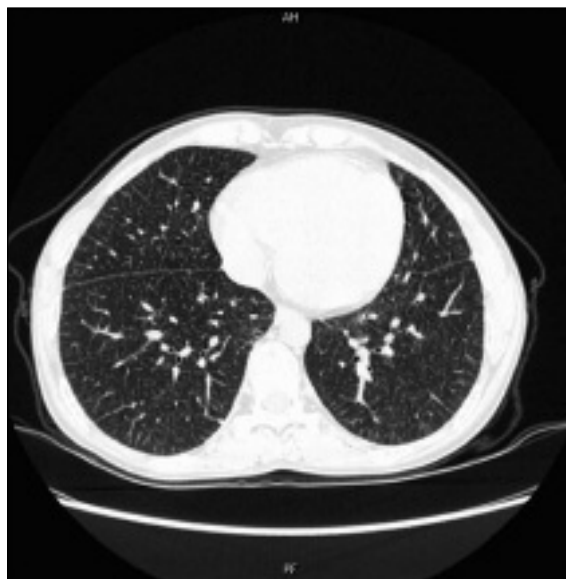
TAC torácica de alta resolução.
